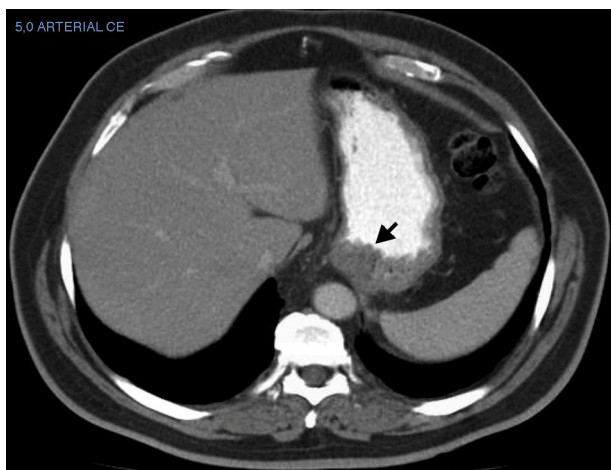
Engrosamiento de la pared del estómago observado en la TC de estadificación basal solicitada a un hombre con un melanoma de extensión superficial con estadio tumoral T1a localizado en la extremidad inferior izquierda.
